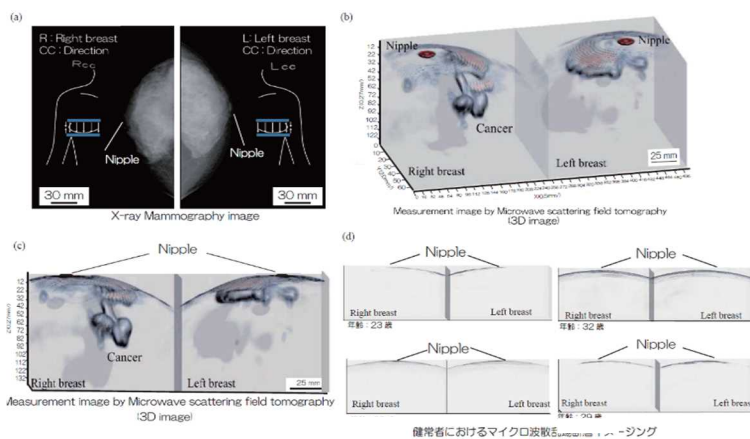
Clinical results of microwave mammography. (a) Comparison of X-ray mammography image and (b) measurement image by microwave mammography (high density breast, 55 years old, right breast cancer tumor). (c) Measurement image by microwave scattering field tomography (3D image) of a healthy person. (d) Microwave mammography image of a healthy person
